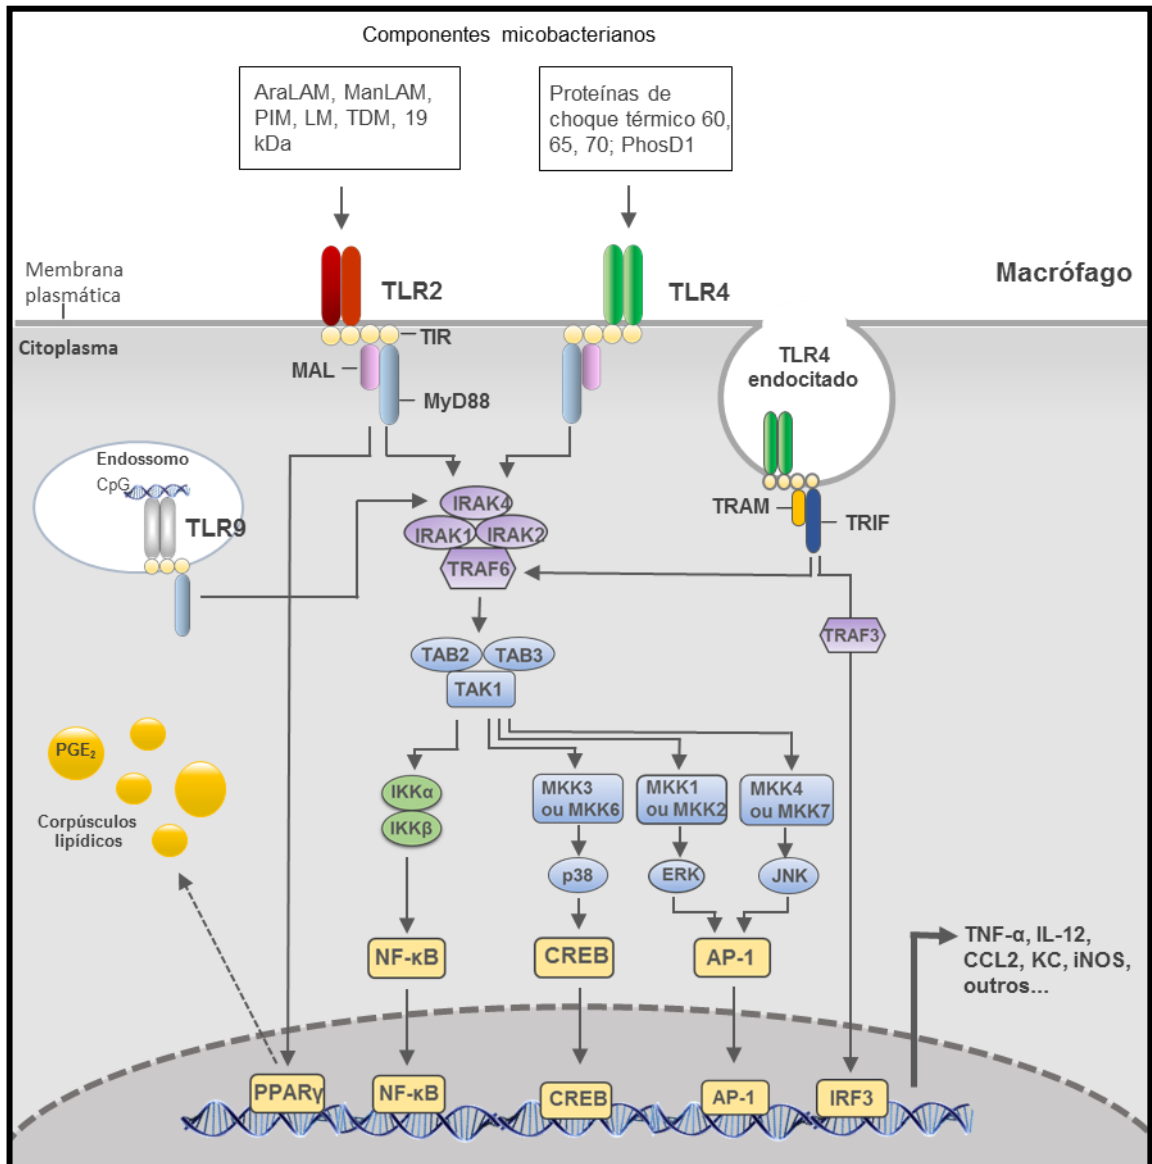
Sinalização dos TLRs envolvidos no reconhecimento de padrões associados à micobactéria. Os TLRs são apresentados na membrana plasmática e nos endossomas, onde detectam componentes micobacterianos através de TLR2, TLR4 e TLR9. Após a estimulação ativam duas vias que envolve o MyD88 e/ou TRIF, levando à ativação de fatores transcripcionais e resultando na produção de quimiocinas e citocinas. AraLAM, lipoarabinomanana capeada de arabinose; ManLAM, lipoarabinomanana capeada de manose; PIM, fosfatidil dimanosídeo, LM, lipomanana; TDM, dicomilato trehalose; 19 kDa; lipoproteína 19 kDa; PhoS1, glicoproteína; AP-1, proteína ativadora-1; CREB, proteína de ligação ao elemento responsivo de AMPc; ERK, quinase regulada por sinal extracelular; IKK, quinase inibidora de κ B; IRAK, quinase associada à interleucina-1; IRF, fator regulador de IFN; JNK, JUN N-terminal quinase; MAL, adaptador semelhante a MyD88; MEK, quinase ativadora de MAPK; MKK, MAP quinase quinase; TAB, proteína ligadora de TAK1; TAK1, quinase 1 ativada por $TGF\beta$ (also known as MAP3K7); TRAF, fator associado ao receptor de do fator de necrose tumoral (TNF); TRAM, molécula adaptadora relacionada à TRIF. Adaptado de (39)
